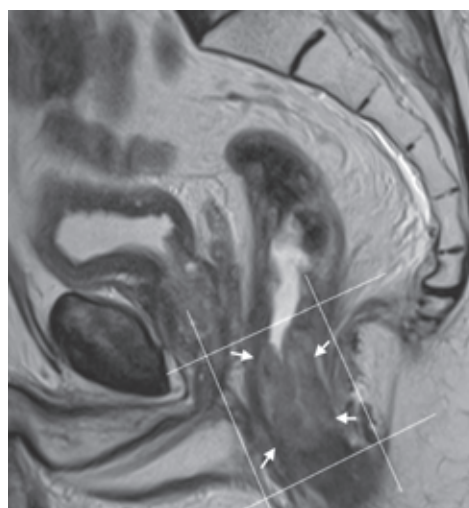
МРТ. Опухоль анального канала (белые стрелки). Т2-ВИ в сагиттальной плоскости. Ориентация срезов высокого разрешения (линии)
